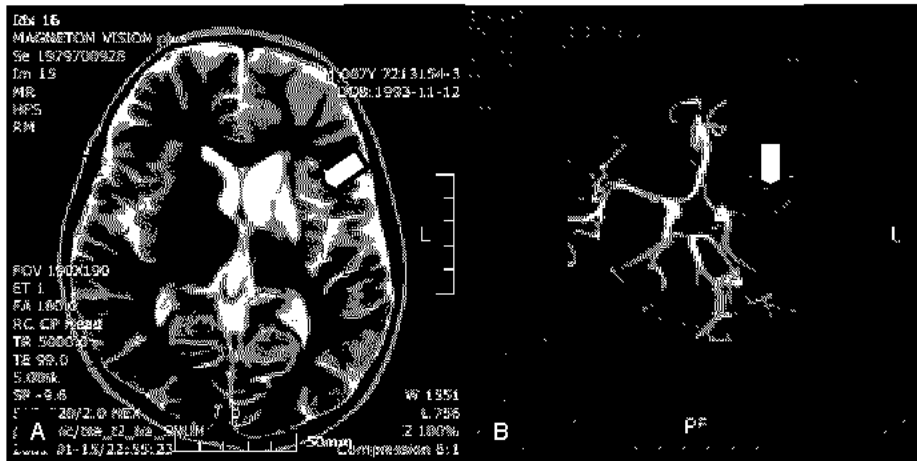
Neuroimaging of the boy who has severe ADAMTS13 activity deficiency. A) MRI, infarction in left basal ganglia(arrow) and dilatation of left lateral ventricle. B : brain arteriography, narrowing of left middle cerebral artery without collateral vessel (arrow).
